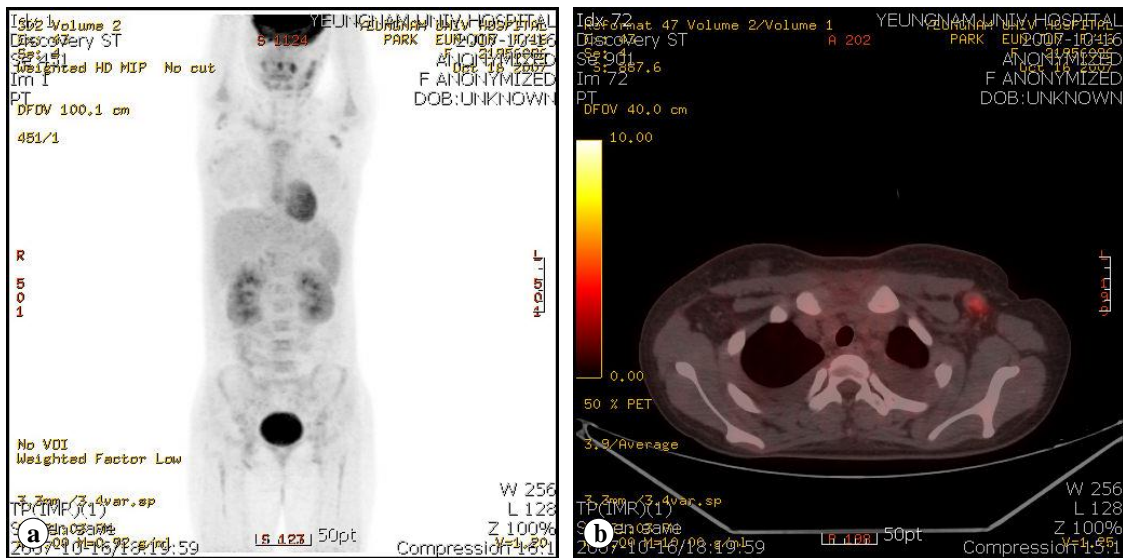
The PET-CT reveals increased FDG uptake in (a) multiple cervical lymph nodes and (b) a left axillary lymph node (white arrow).
